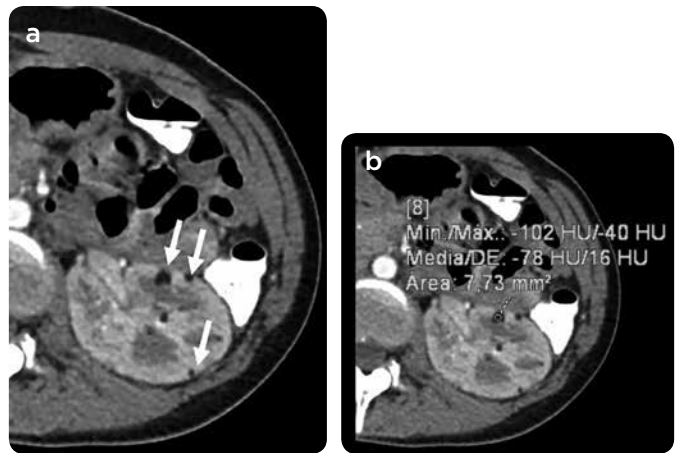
a y b). TC de abdomen con medio de contraste, cortes axiales. Lesiones focales corticales bilaterales con densidad grasa por angiomiolipomas renales (flechas).
